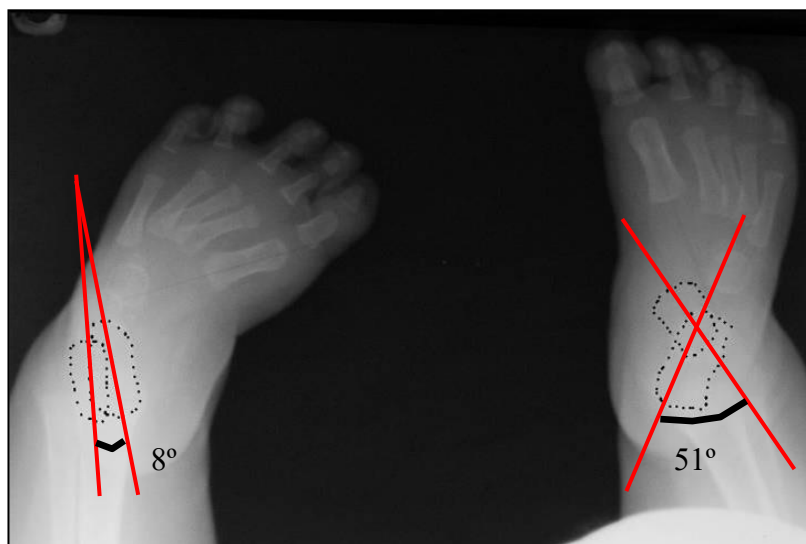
Рентгенограммы больного И. 5 мес. (мед. карта № 2180, 2004 г.): рентгенограммы в передне-задней проекции, косолапость слева. Слева таранно-пяточный угол уменьшен (AP1) = 8°, справа (AP1) = 51° (N=30-55°). Имеется наружная ротация тела таранной кости в надтаранном суставе.
